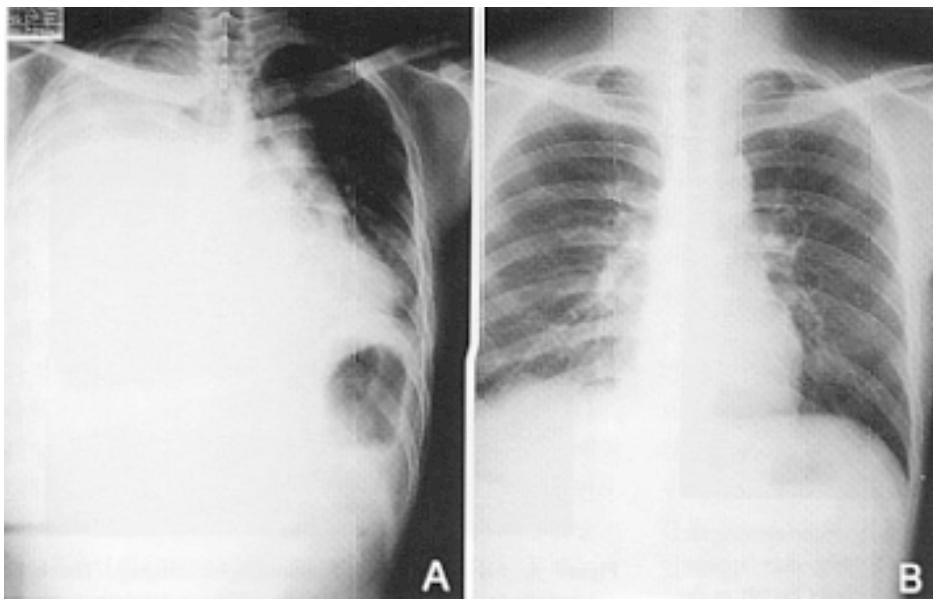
Chest x-ray findings on admission (A) and after treatment (B). (A) Massive right pleural effusion pushing the heart to the left is shown. (B) Complete resolution of right pleural effusion is noted.
